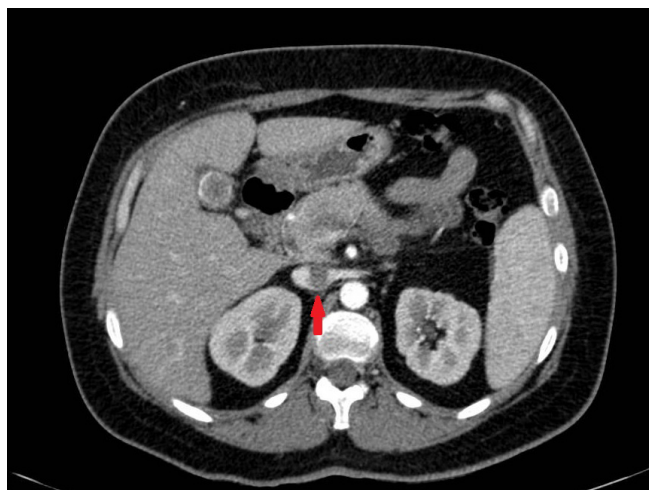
Tomografía de abdomen en fase arterial. En el lugar donde se veía el pseudoaneurisma, se aprecia un foco hipodenso lo que sugiere trombosis del mismo.
